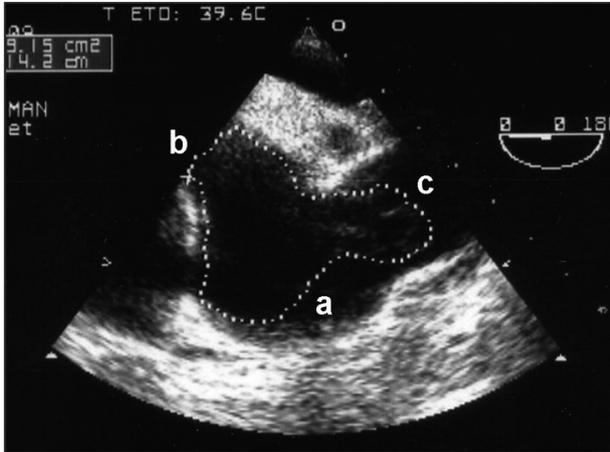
Enorme thrombus moulant en «Y» (pointillé) le tronc commun (a), la branche droite (b) et gauche (c) de l'artère pulmonaire (échocardiographie transoesophagienne).
